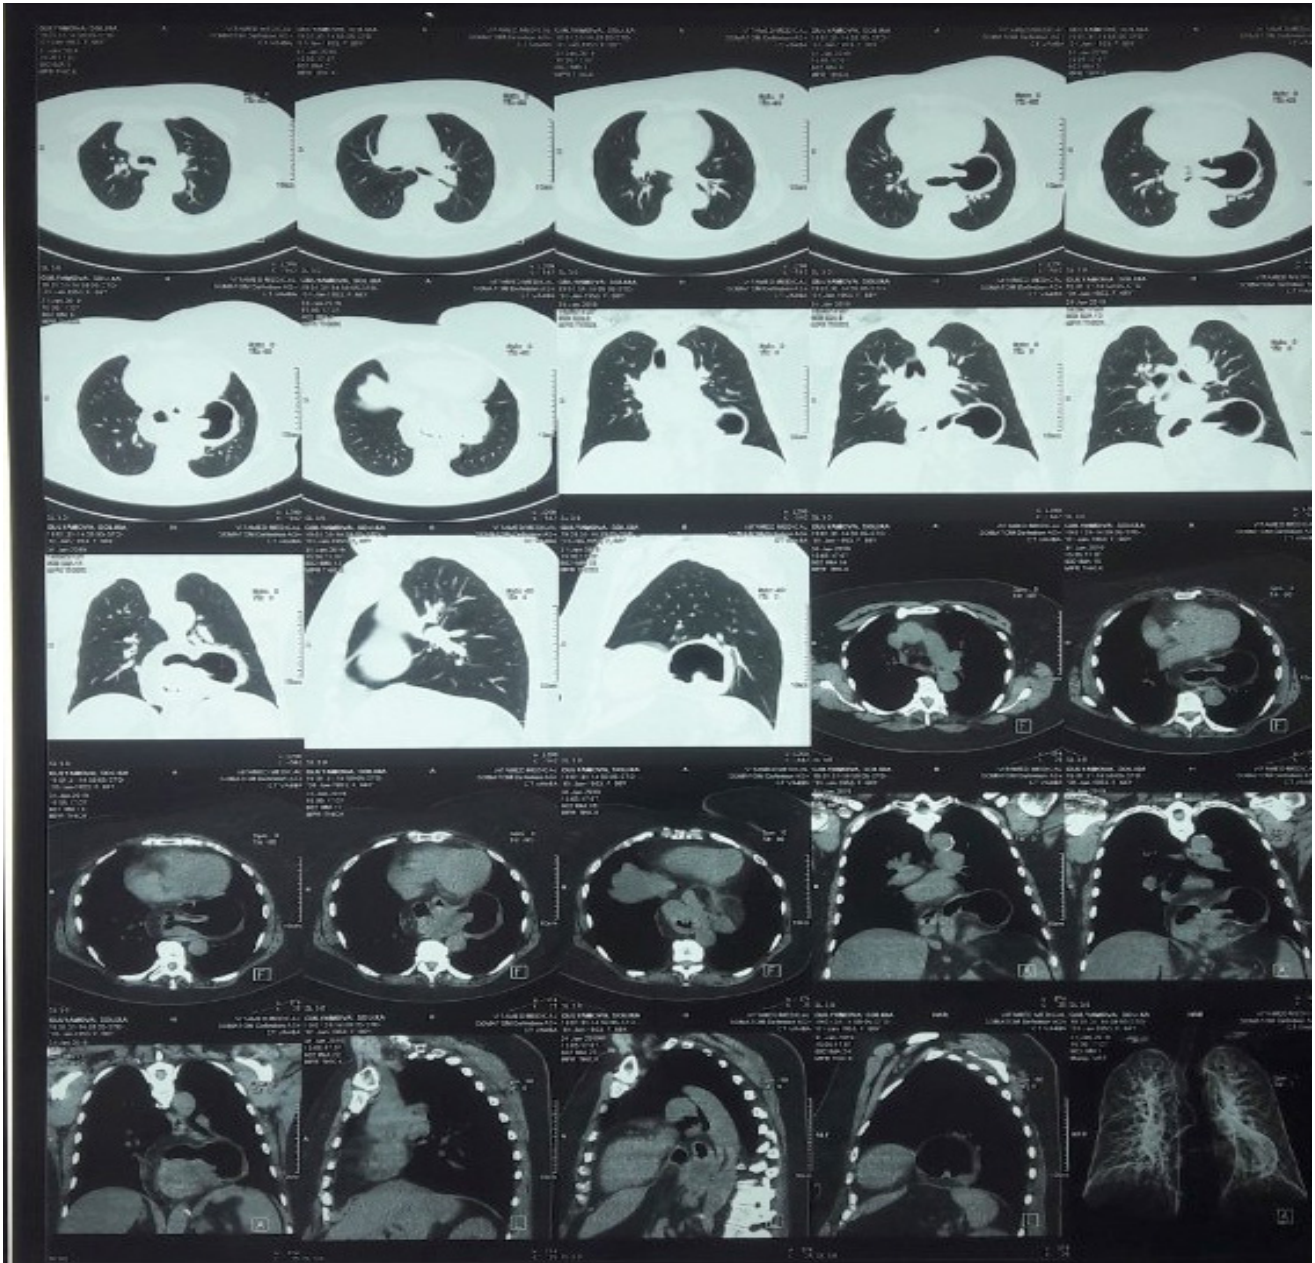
МСКТ больной Г. Большая часть желудка в грудной полости.
